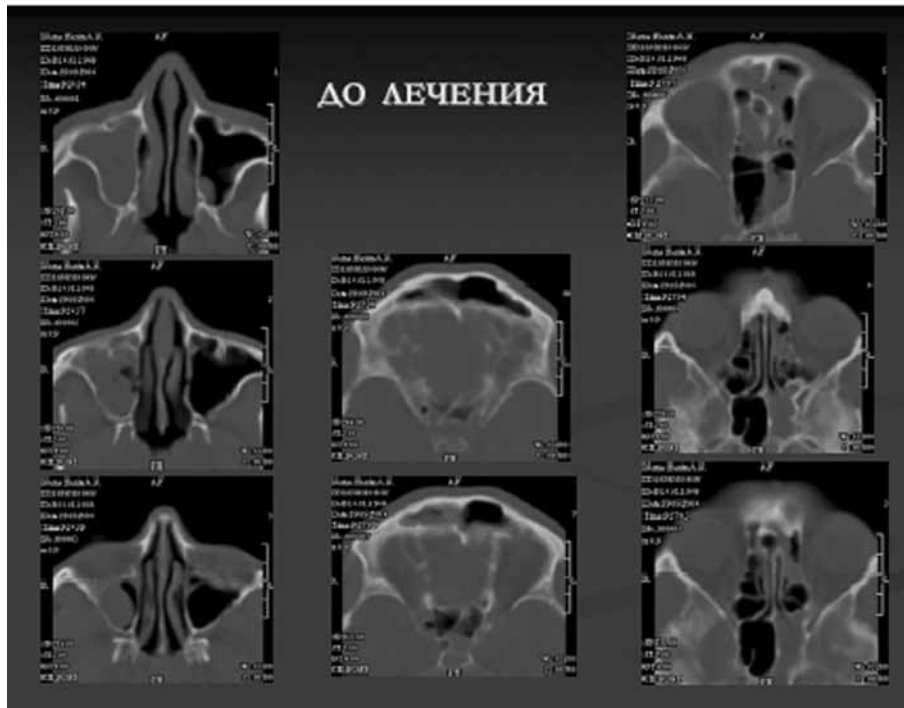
Компьютерная томография околоносовых пазух в аксиальной проекции больного с гнойным полисинуситом.
